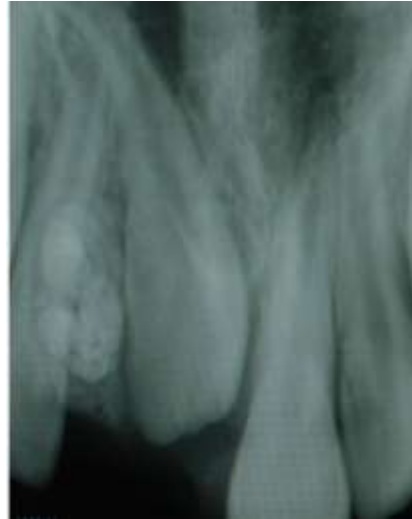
Kitlenin panoramik radyografide görünümü (Vaka-4)
